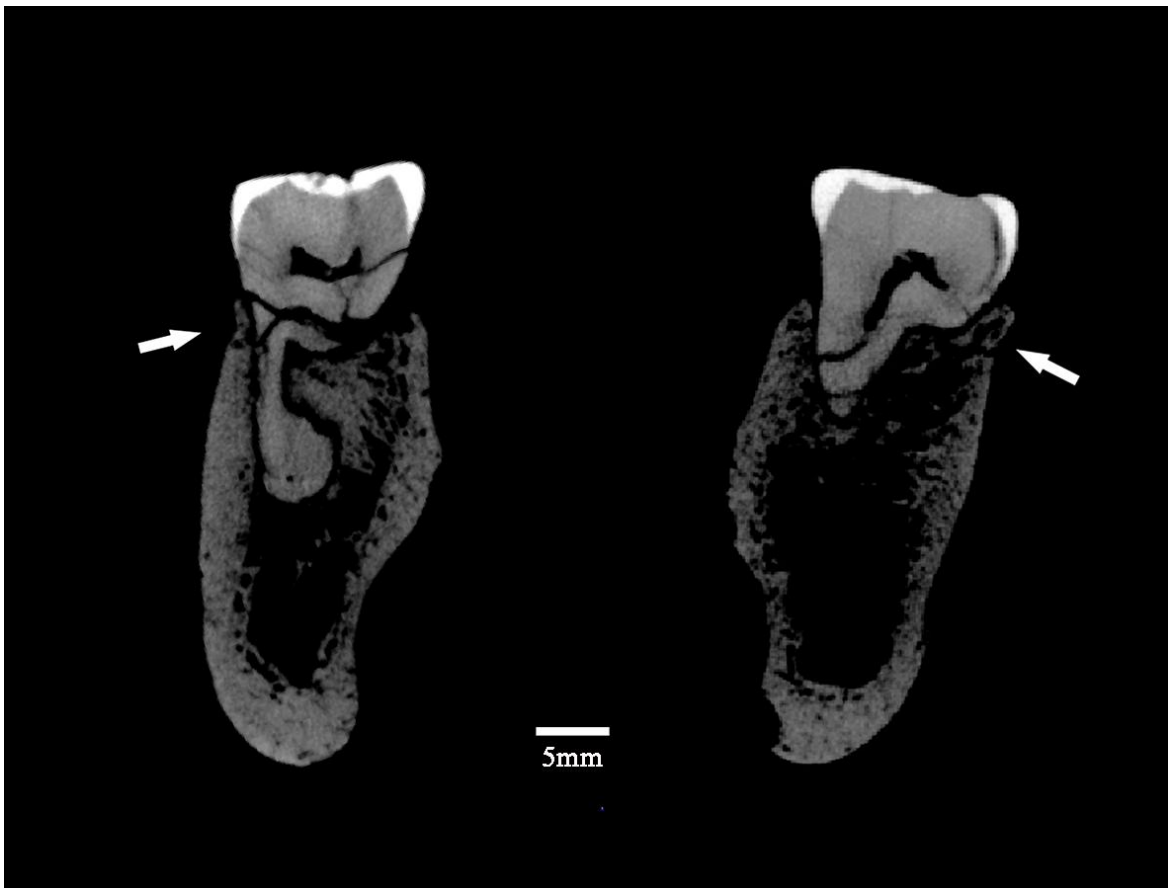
Corte transversal sagital de la imagen de TAC de alta resolución del M₂ izquierdo (a la izquierda de la imagen) y el M₁ derecho (a la derecha). Escala: 5 mm. Las flechas marcan los márgenes alveolares, que están relacionados con la categoría 2 de Ogden de la enfermedad periodontal, ya que el margen alveolar es romo con un borde ligeramente elevado.
